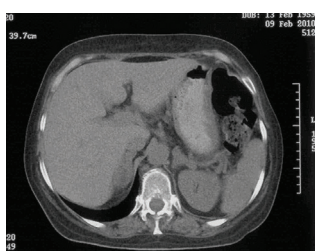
Гіперплазія обох надниркових залоз на СКТ.
